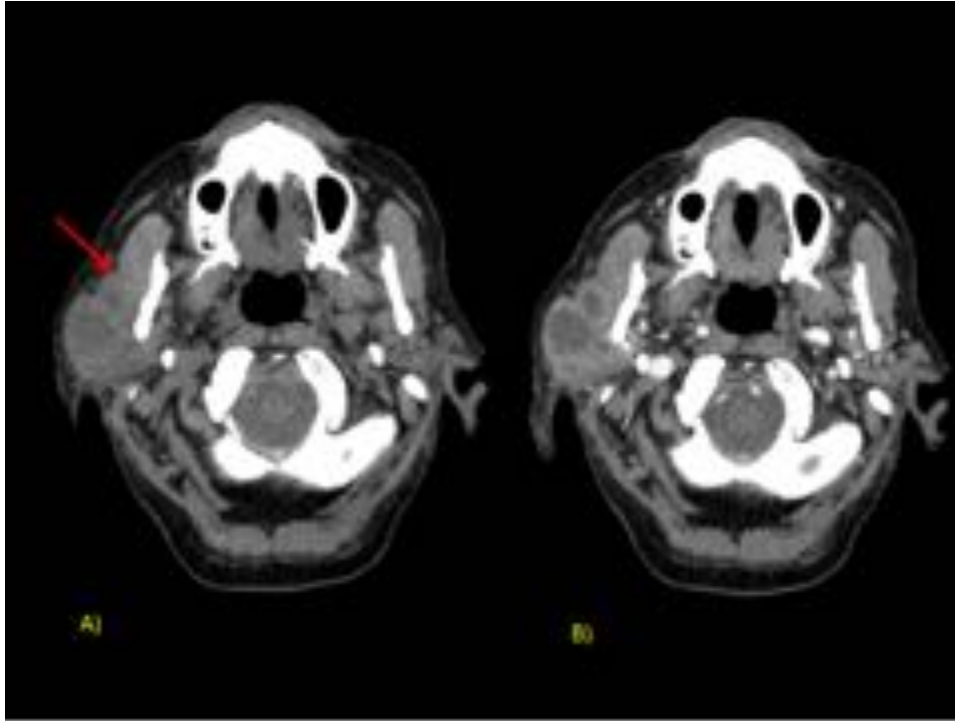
TC sin y con contraste de cara en paciente con una tumoración parotídea derecha de consistencia pétreo. En los cortes sin contraste (A) se identifica una masa de bordes irregulares y mal delimitados, con centro necrótico y que pierde el plano graso de separación con el músculo masetero, que se encuentra infiltrado (flecha). Tras la administración de contraste se observa un realce discreto de la pared de la lesión. La exéresis reveló que se trataba de un carcinoma mucoepidermoide.
